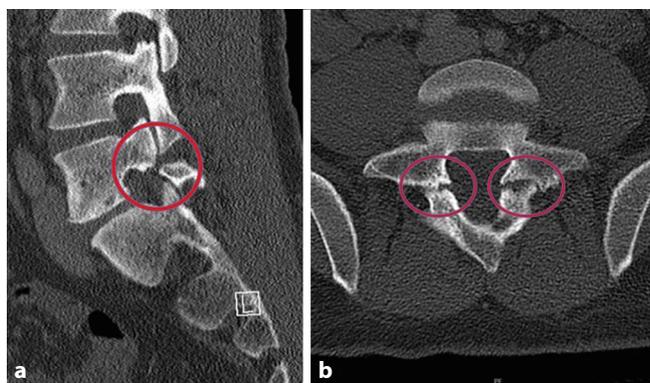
▲ Computertomographie bei einem Patienten mit bilateraler Spondylolyse L5/S1. a Sagittale Rekonstruktion der Lendenwirbelsäule (LWS). Der rote Kreis markiert den Defekt in der Pars interarticularis. b Axiale Rekonstruktion mit „reversed gantry“. Die roten Kreise markieren jeweils den Defekt in der Pars interarticularis
